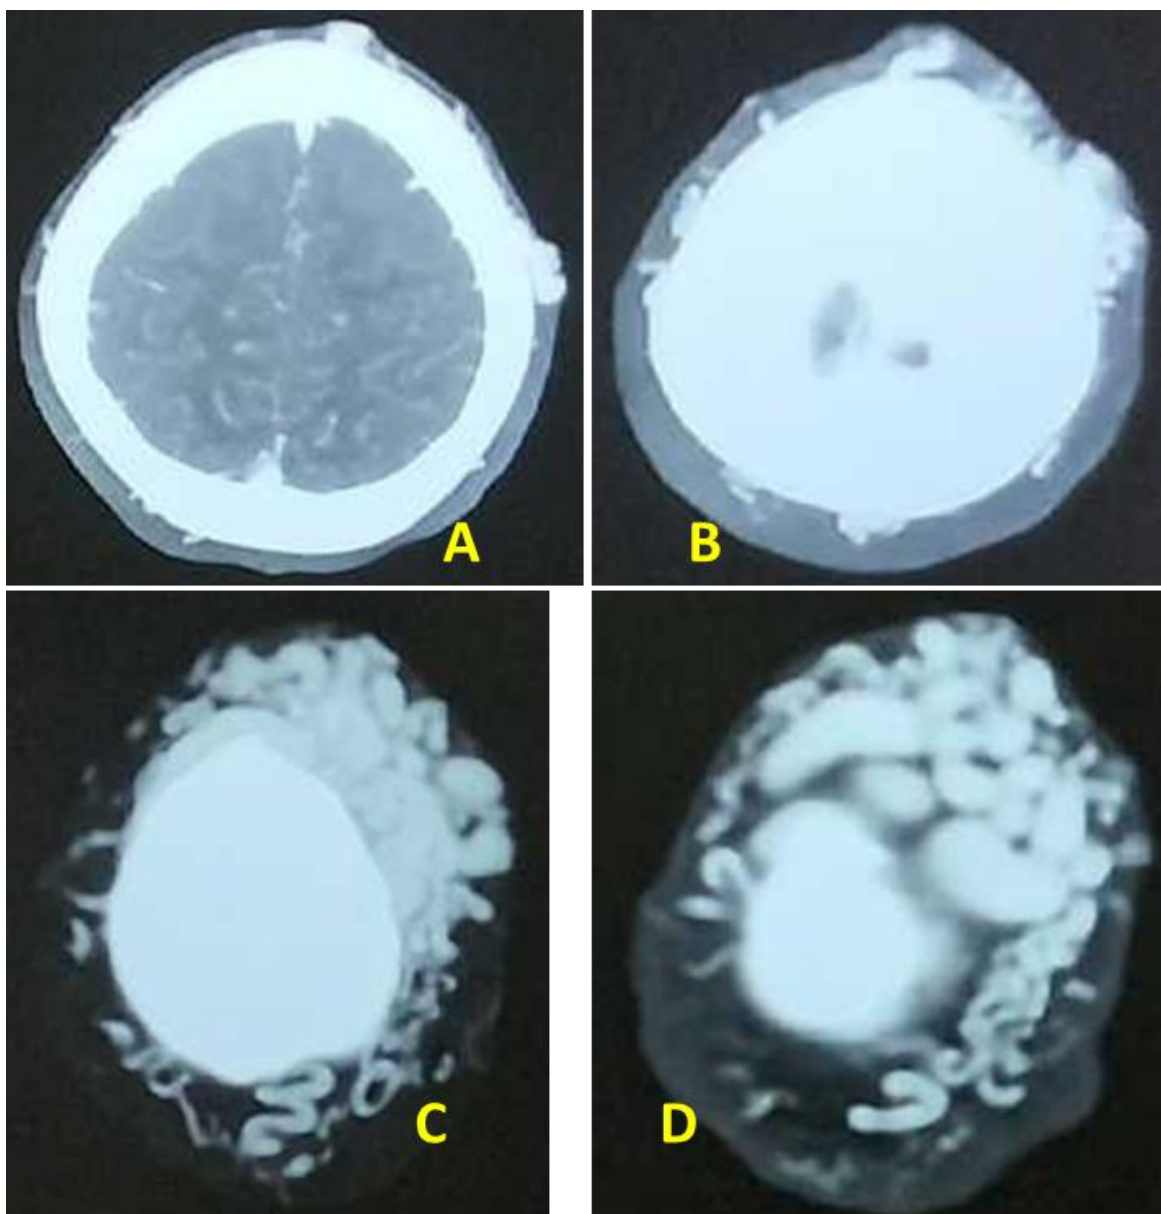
Angio TDM cervico crânio-encéphalique sans IV de PDC iodé (coupes axiales A, B et C passant des lobes frontaux et pariétaux au vertex) montrant en para médiane plus latéralisée en pariétale gauche et en frontale médiane une image spontanément hyperdense (60 UH)
